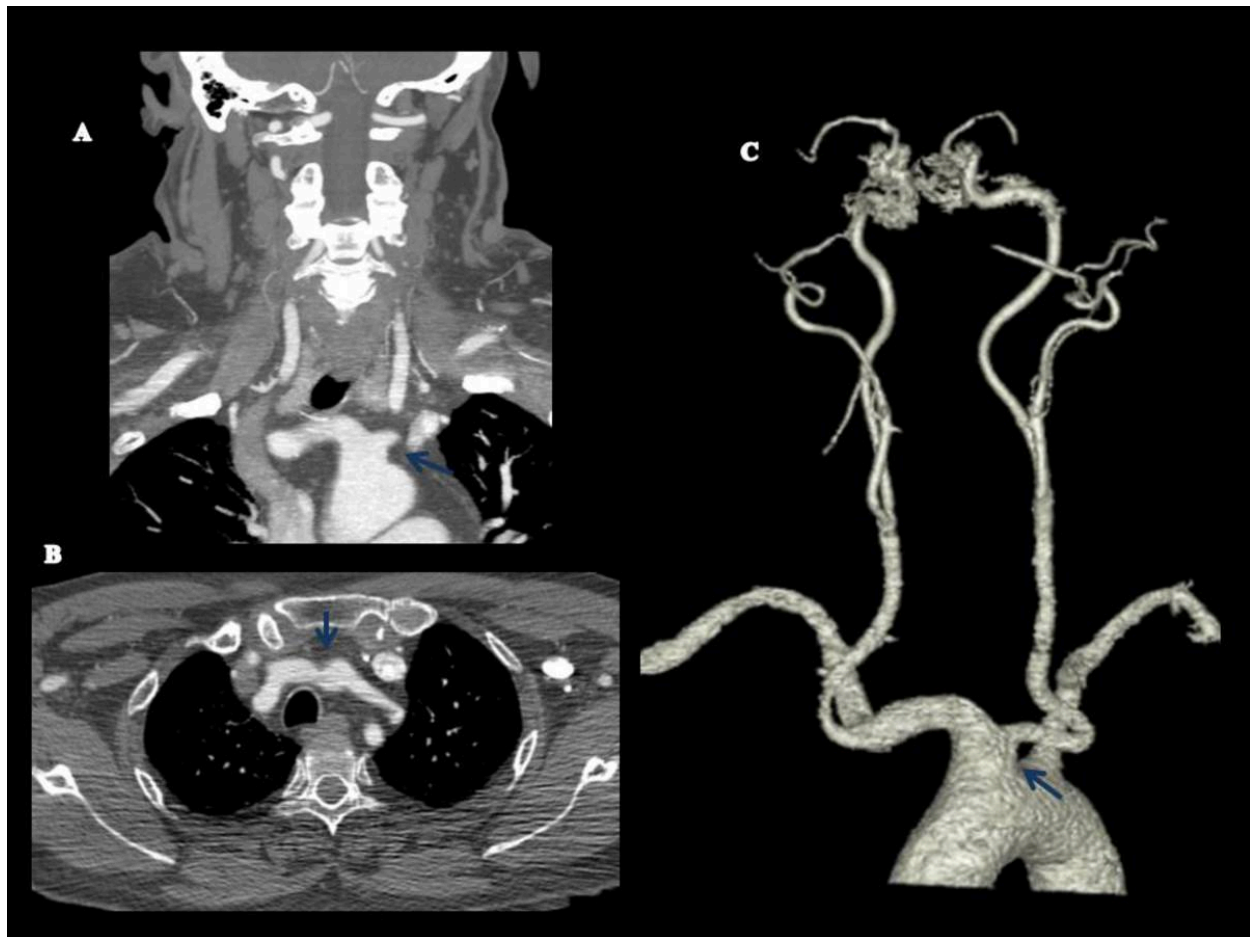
TC y reconstrucción volumétrica. Origen común de la arteria carótida común izquierda y del tronco braquiocefálico (flecha azul).
